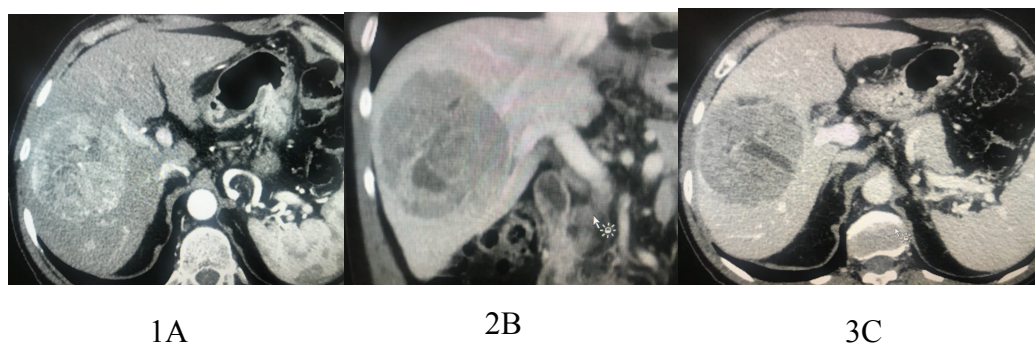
Angiotomografia pré TACE, em 1A observa-se nódulo contrastado em fase arterial, e em 1B e 2C, na fase portal, caracteriza o “washout”.
